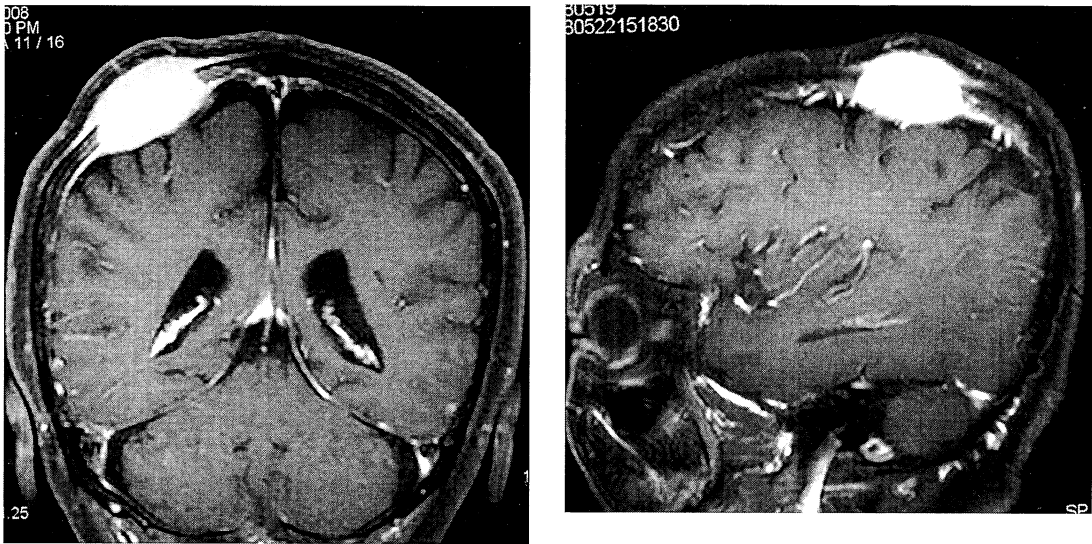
Contrast-enhanced MRI of head showed homonymous enhanced skull metastasis attached with dura matter.
